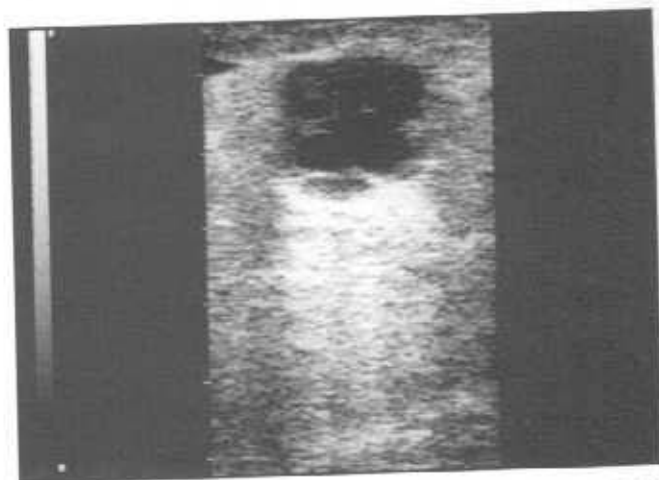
Тот же случай (9.53). ТРУЗИ. В перипростатической клетчатке отмечается зона раковой инфильтрации.
